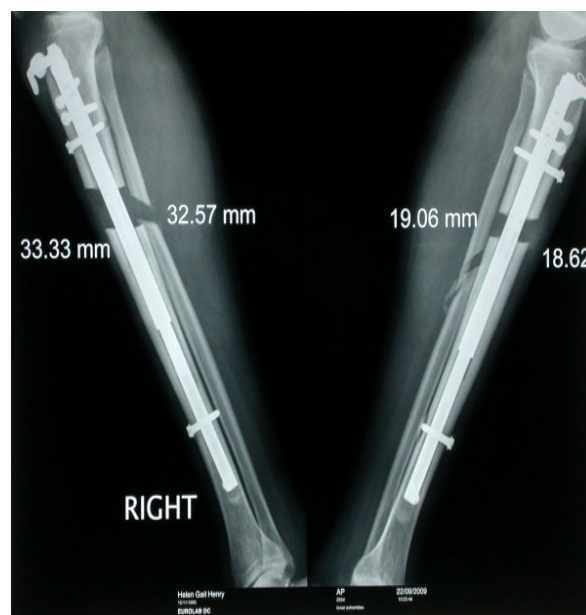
Пациентка Г. Рентгенограммы костей обеих голени (боковая проекция) в процессе дистракции.
